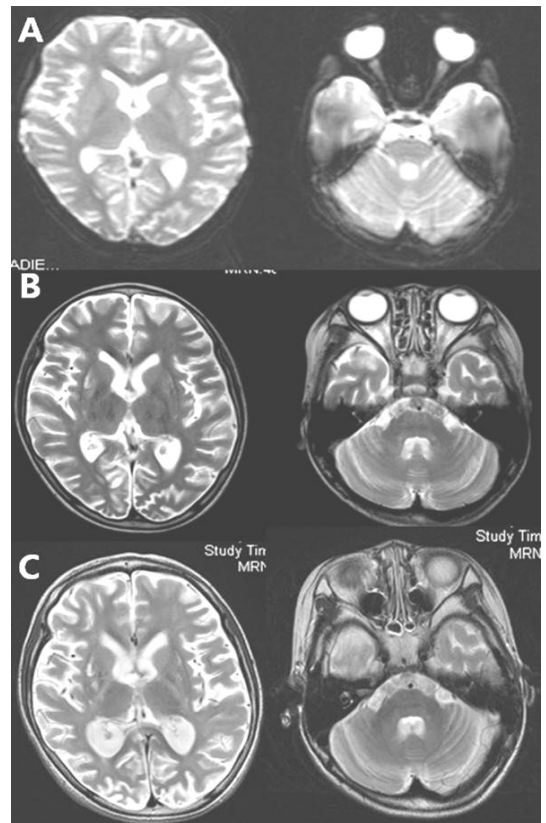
Magnetic resonance image of the brain (T2 weighted image). (A) Axial T2-weighted magnetic resonance imaging when she was 5 years old demonstrated mild cortical atrophy and increased T2 signal in basal ganglia. (B) Axial T2-weighted magnetic resonance imaging when she was 6 years old revealed that cortical atrophy was progressed and T2 signal increased more in basal ganglia. Cerebellar atrophy was also noted. (C) Axial T2-weighted magnetic resonance imaging when she was 7 years old revealed progression of cortical atrophy and cerebellar atrophy as well as ventriculomegaly.
